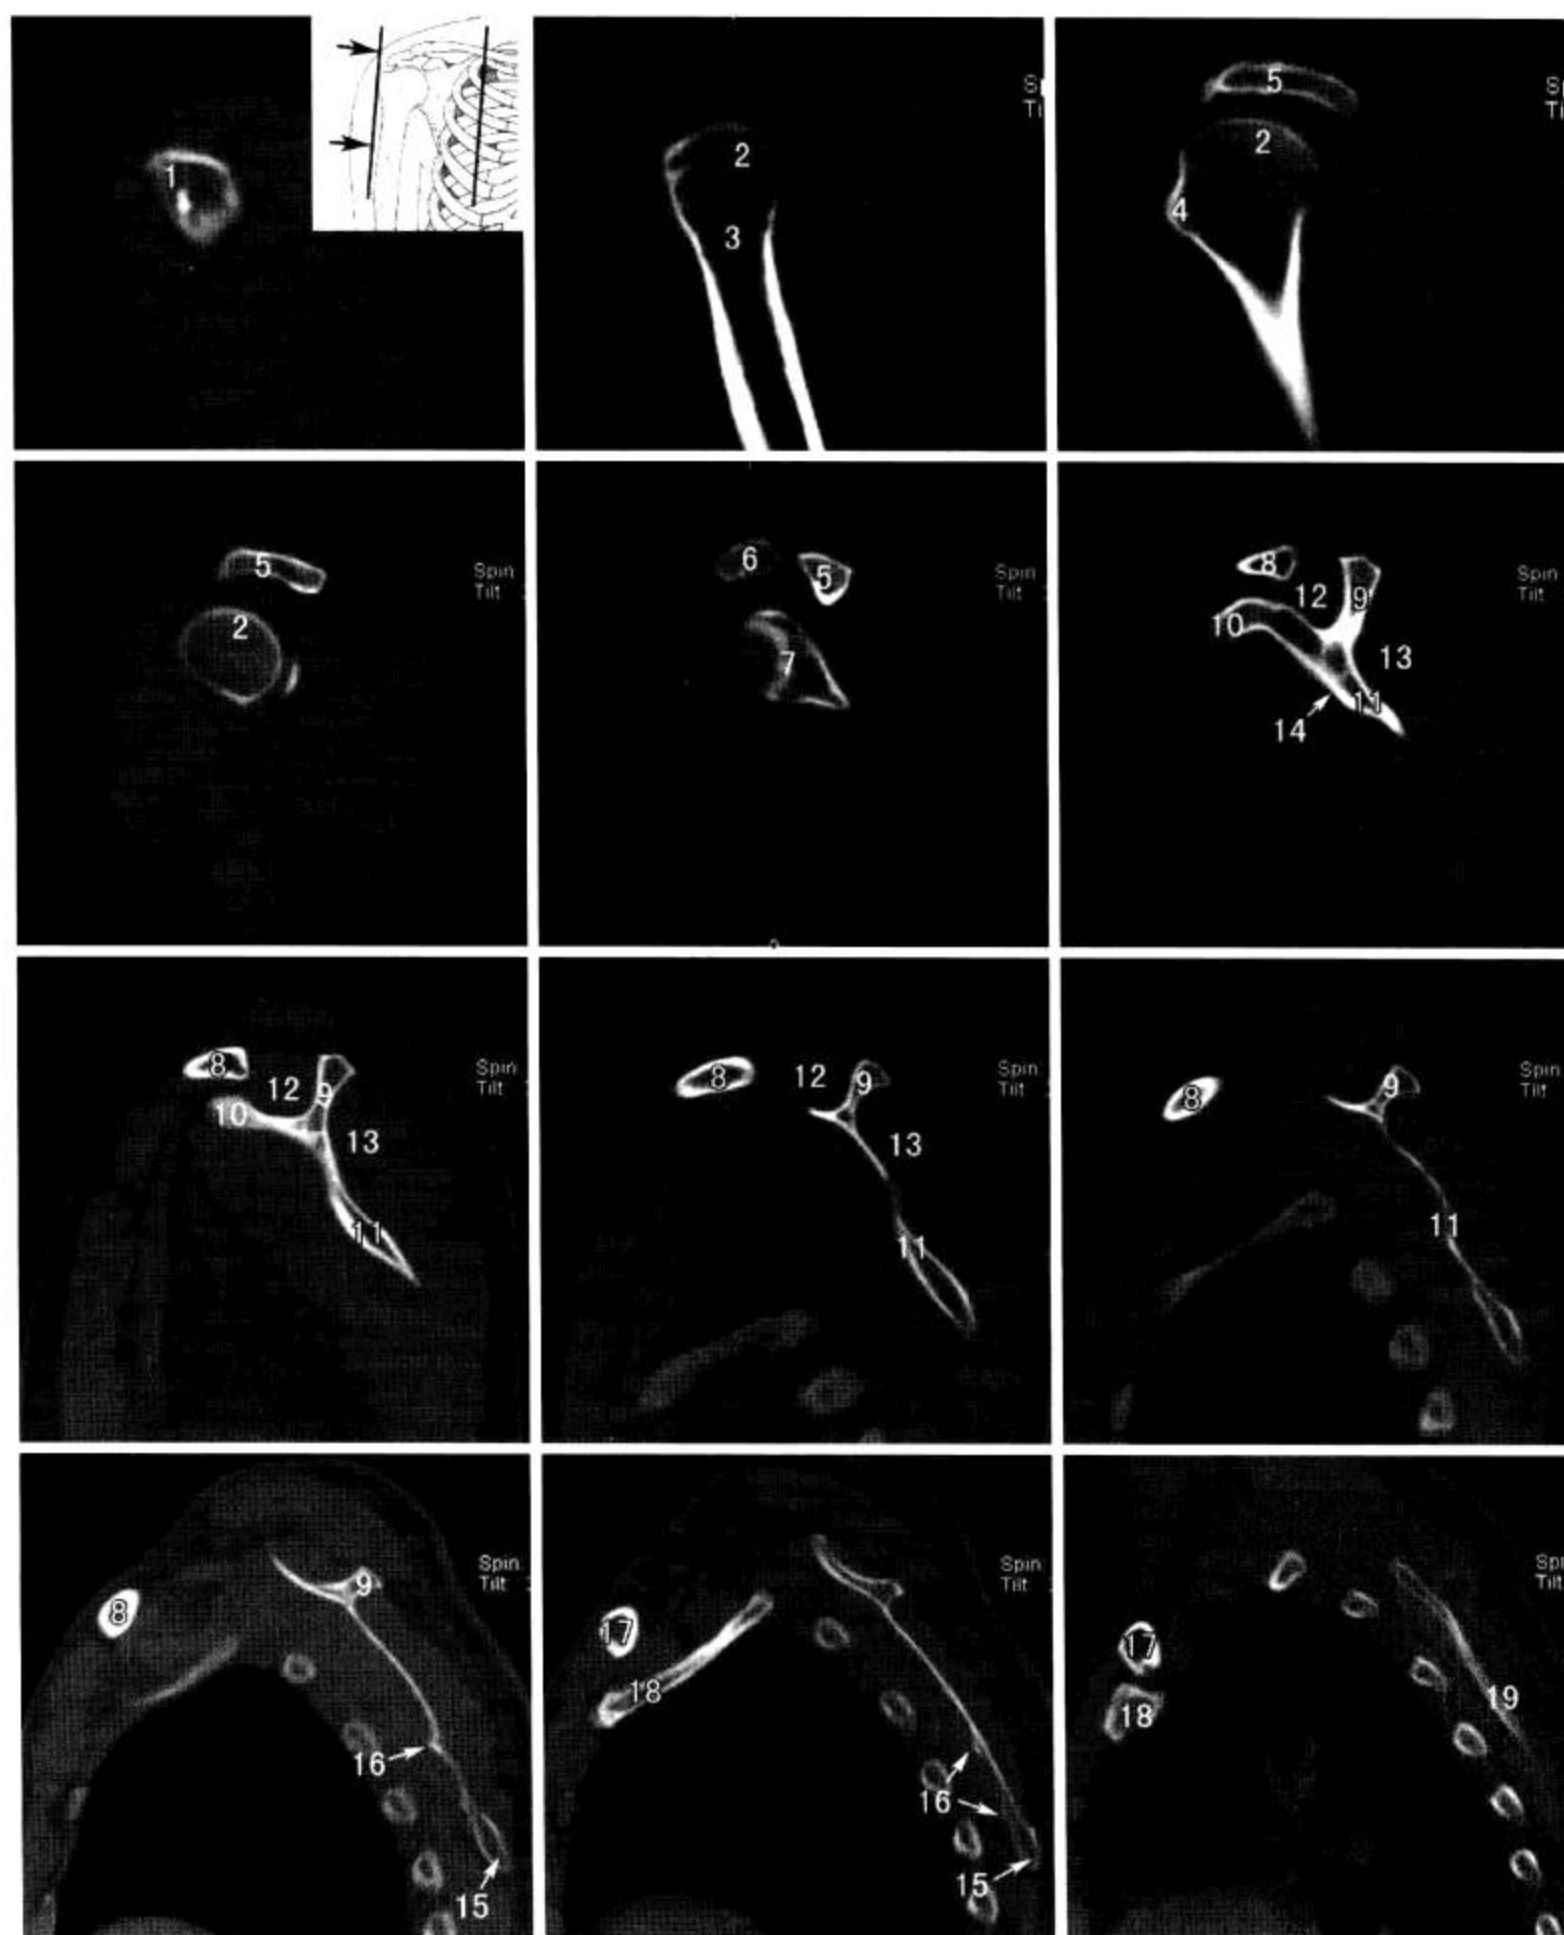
肩关节 CT 矢状面重组 (窗宽 1 500 Hu, 窗位 400 Hu)
